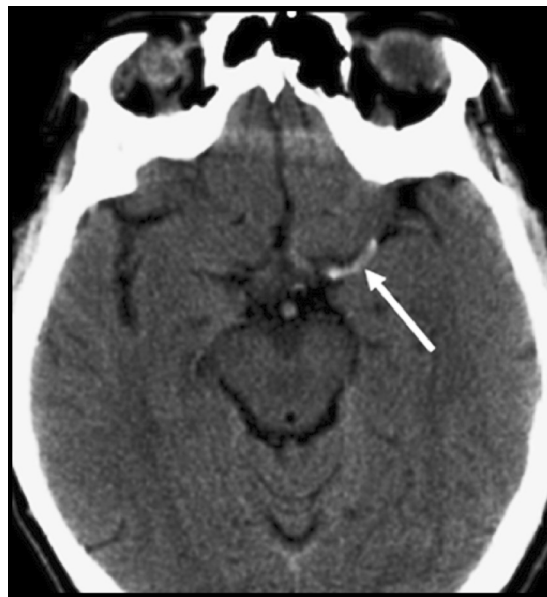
Нативная КТ головного мозга. Признак гиперплотности средней мозговой артерии справа (стрелка).
